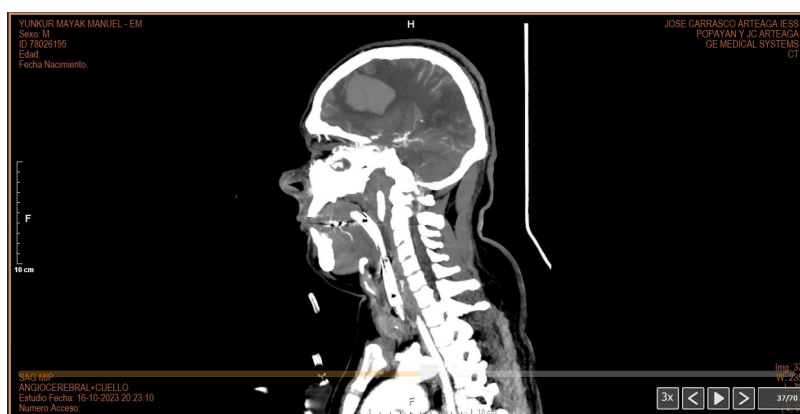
Angiografía por Tomografía Axial Computarizada (AngioTAC), en un corte transversal.
